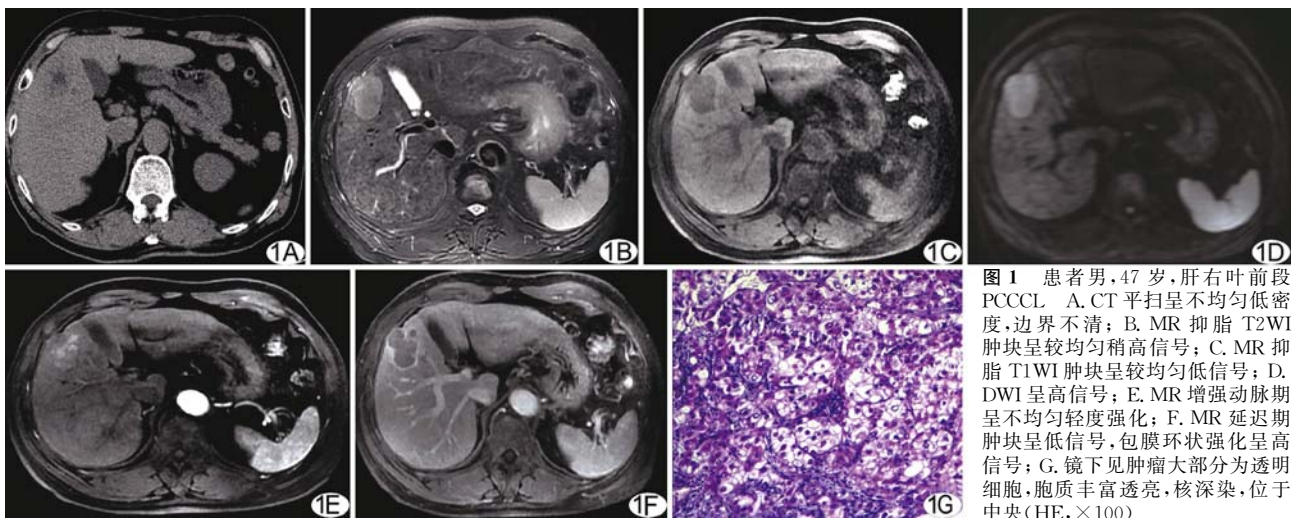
患者男,47 岁,肝右叶前段 PCCCL A. CT 平扫呈不均匀低密度,边界不清; B. MR 抑脂 T2WI 肿块呈较均匀稍高信号; C. MR 抑脂 T1WI 肿块呈较均匀低信号; D. DWI 呈高信号; E. MR 增强动脉期呈不均匀轻度强化; F. MR 延迟期肿块呈低信号,包膜环状强化呈高信号; G. 镜下见肿瘤大部分为透明细胞,胞质丰富透亮,核深染,位于中央(HE, ×100)
